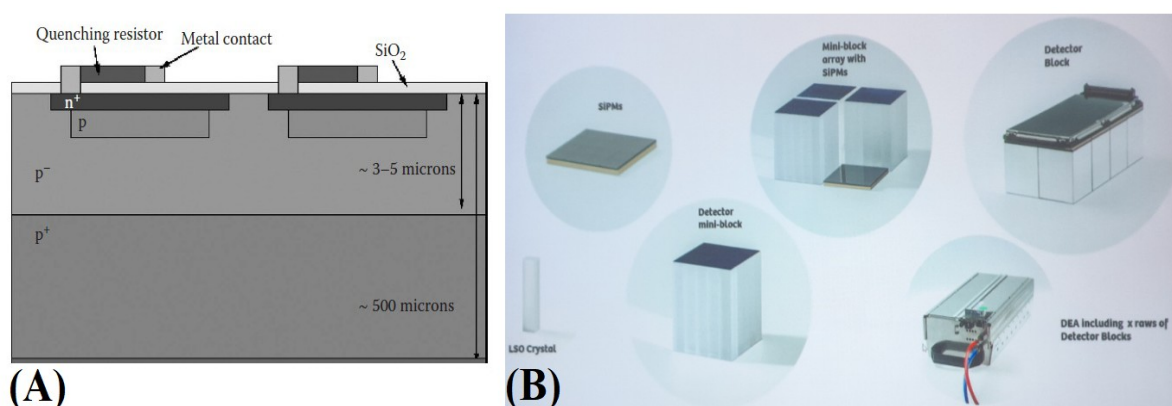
(A) Representación esquemática de una μ -celda. En esta representación, se observa el diseño característico de este detector: la unión n^+/p , es decir, la unión de dos diodos semiconductores tal que entre ellos existe un equilibrio aproximado entre la concentración de electrones y la concentración de huecos. Imagen tomada de Llosá (2010, p. 129). (B) imágenes de la apariencia física de un SiPM y de un mini-bloque de cristales LSO. Asimismo, se presenta el DEA en la esquina inferior derecha (dispositivo de detección que incluye tanto al SiPM como al LSO). Imagen obtenida durante la capacitación para el mantenimiento de la PET/CT (Cf. Aclaración en Figura 1.5 sobre esta capacitación).
